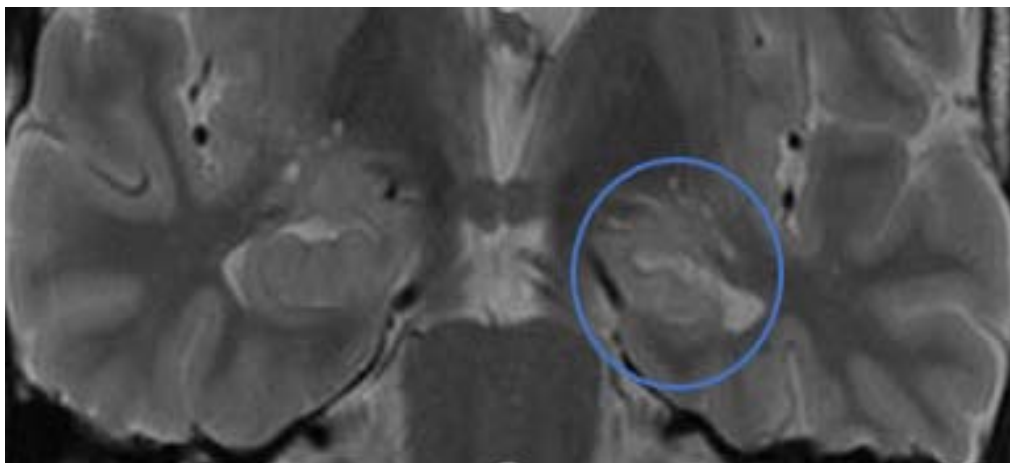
Склероз гиппокампа слева. МРТ 3Т, FLAIR режим хорошо демонстрирует уменьшение объема левого гиппокампа.
